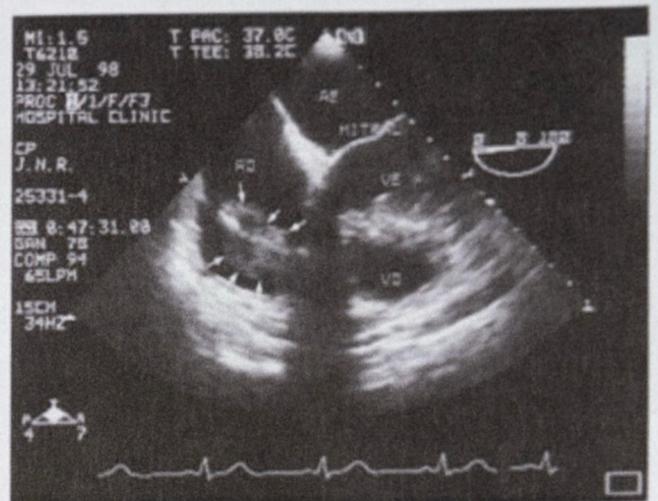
Ecocardiograma transesofágico. Se observa una masa de 2 cm de diámetro que engloba el cable del desfibrilador (flechas) en un paciente con una endocarditis por estafilococos coagulasa negativos.
